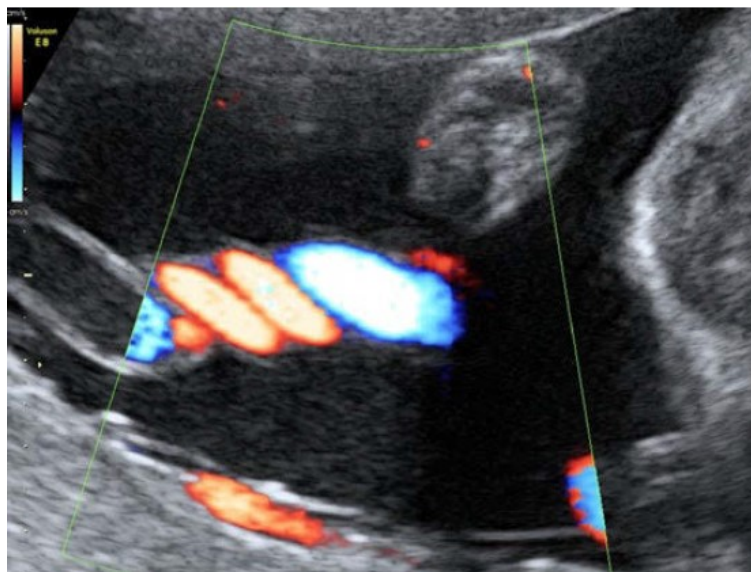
Darstellung der A. umbilicalis und V. umbilicalis im Farbdoppler [11]
